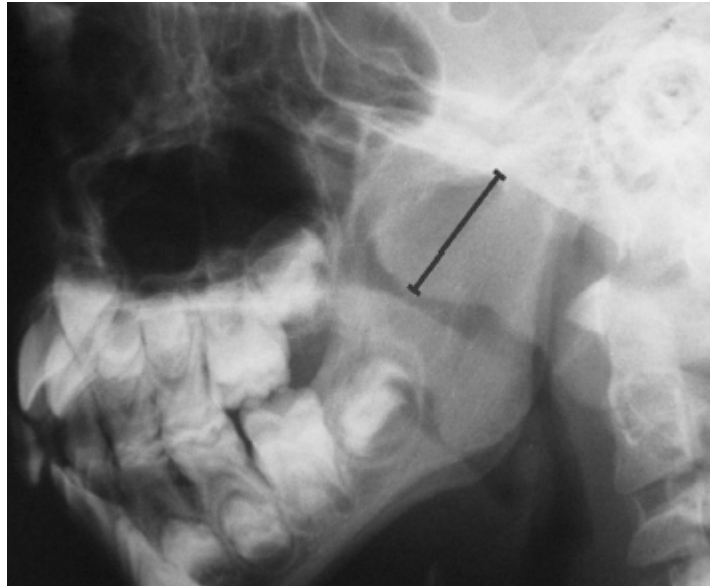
Valoración radiográfica de rinofaringe: Medición del espesor de adenoides. (Imagen tomada del artículo:Mlynarek et al: Lateral Neck Radiography versus direct video rhinoscopy in assessing adenoid size. The Journal of Otolaryngology 2004).
